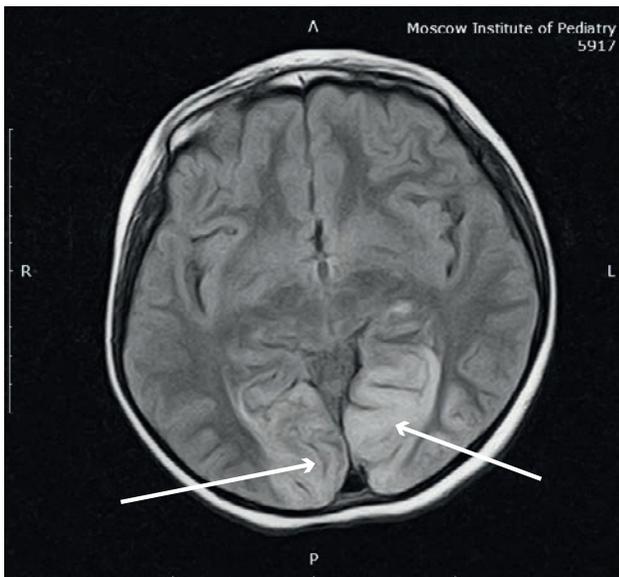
МРТ головного мозга больной С., аксиальная проекция, режим FLAIR. МР-картина мультифокального ишемического инсульта в затылочных (а) и лобных (б) долях больших полушарий головного мозга (участки измененного МР-сигнала указаны стрелками).
